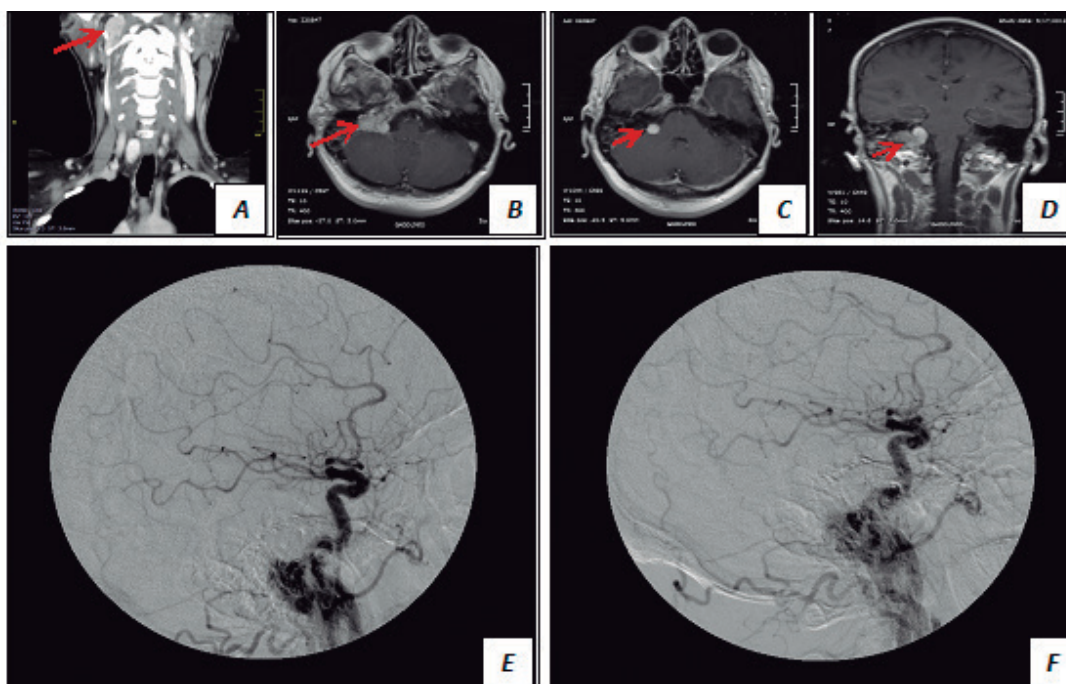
(A). Tomografía axial de cuello en corte coronal que evidencia lesión hiperdensa que parece depender de una estructura vascular. (B) y (C) Resonancia cerebral con contraste, corte axial, se observa lesión hiperintensa, extra axial, en la unión cráneo cervical que realza con el contraste. (D) Resonancia cerebral con contraste, corte coronal, se observa lesión de iguales características. (E) y (F) Angiografía de vasos de cuello e intracranianos, que evidencia lesión altamente vascularizada en ángulo yugulo timpánico derecho, probable paraganglioma.
